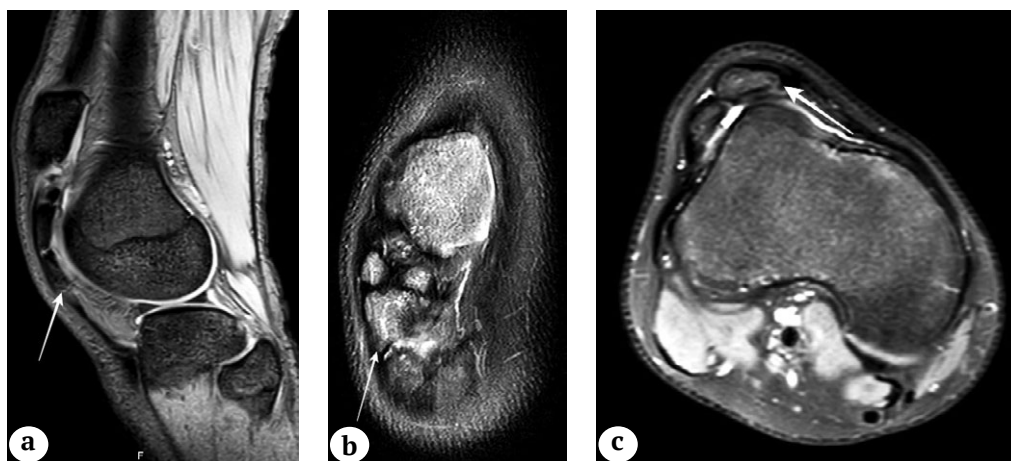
МРТ коленного сустава у детей с оссификацией связки надколенника (сагиттальная, фронтальная и аксиальная проекции):
